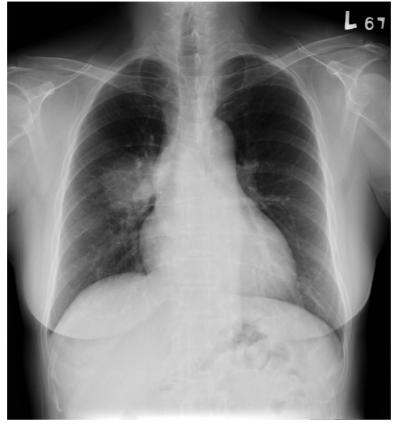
Chest plain film revealed a mass lesion with well-define border over RB6.
